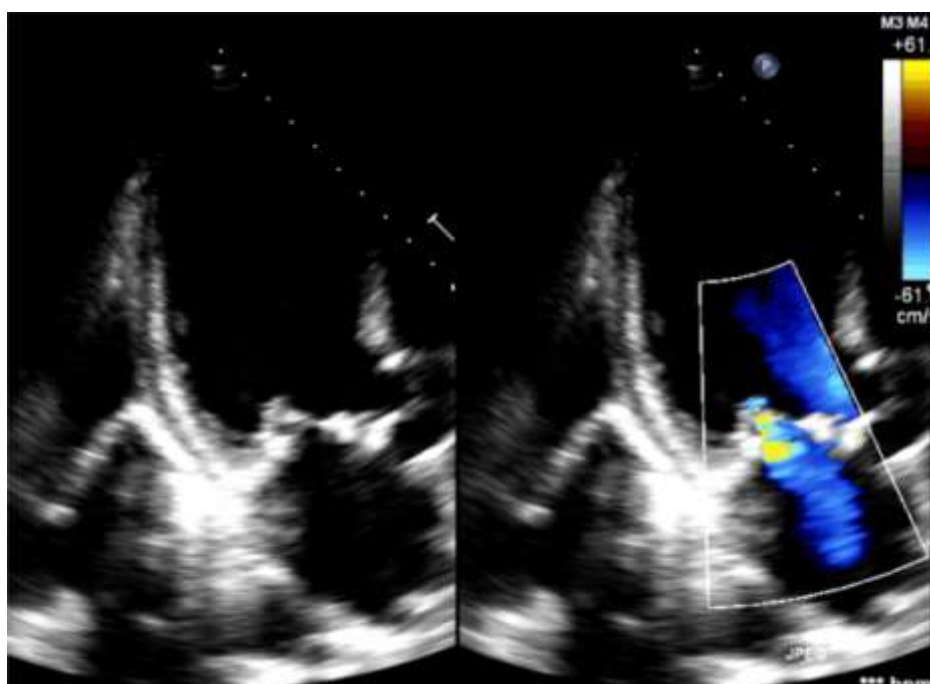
Echokardiografický nále z u pacienta po MRA prstencem o velikosti 28. Výrazná systolická restrikce zadního cípu (zdůrazněna šipkou), minimální regurgitace. Kompetence chlopně je dosaženo díky dostatečné mobilitě předního cípu.
